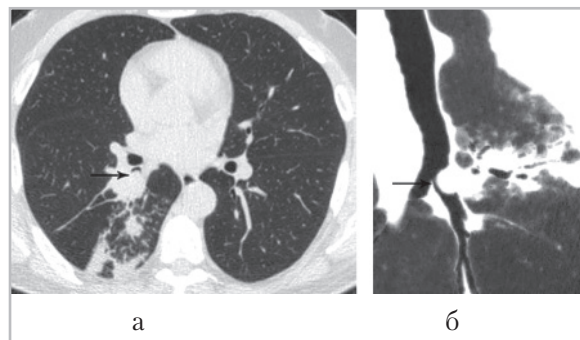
Компьютерные томограммы больного с диагнозом: плоскоклеточный рак промежуточного бронха (стрелка) с признаками обтурационного пневмонита (а — аксиальная плоскость, уровень промежуточного бронха; б — криволинейная реконструкция вдоль оси промежуточного бронха)
